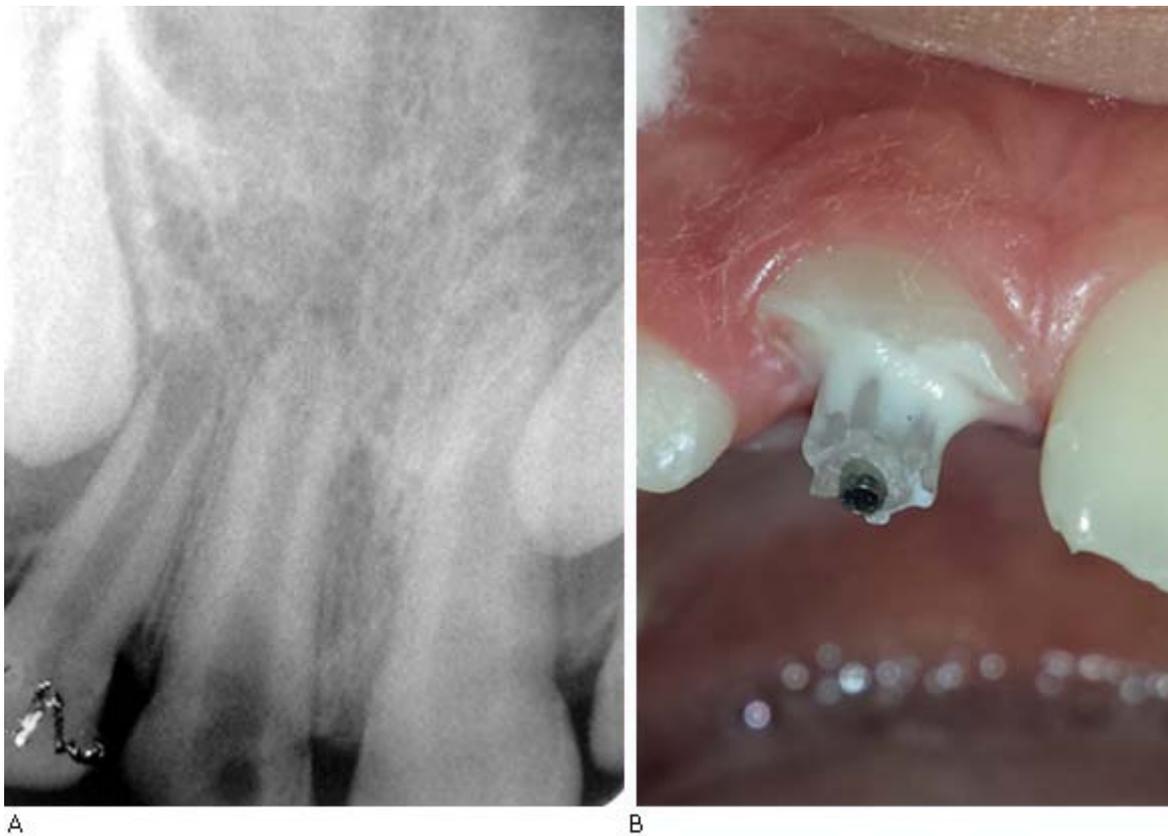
A) Radiografía inicial. Muestra presencia de formación apical incompleta consistente con un Kuttler IV. B) Cementación de la cánula con ionómero de vidrio.
